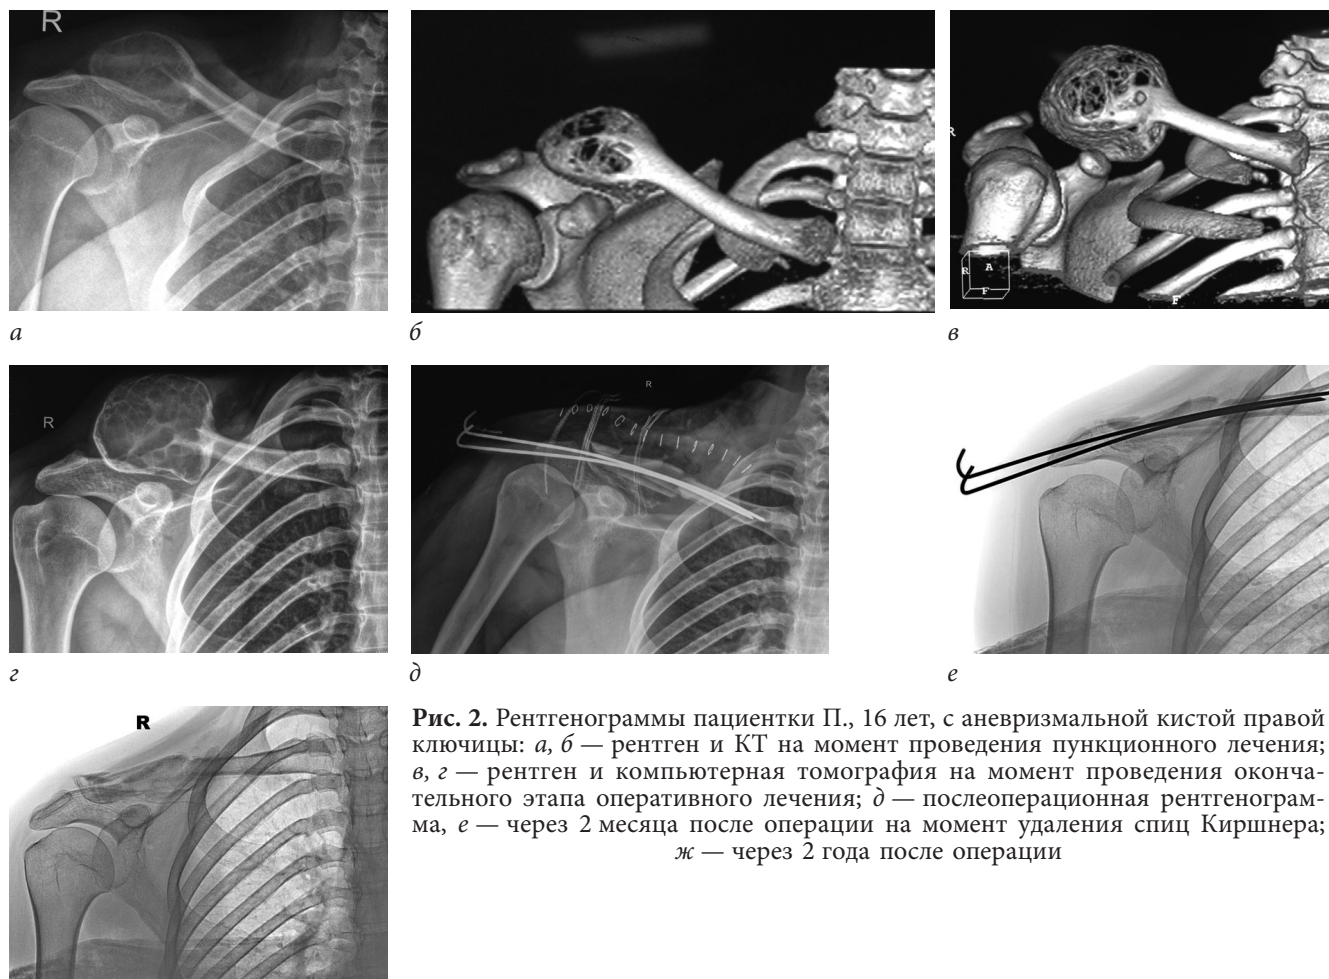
Рентгенограммы пациентки П., 16 лет, с аневризмальной кистой правой ключицы: *а, б* — рентген и КТ на момент проведения пункционного лечения; *в, г* — рентген и компьютерная томография на момент проведения окончательного этапа оперативного лечения; *д* — послеоперационная рентгенограмма, *е* — через 2 месяца после операции на момент удаления спиц Киршнера; *ж* — через 2 года после операции
